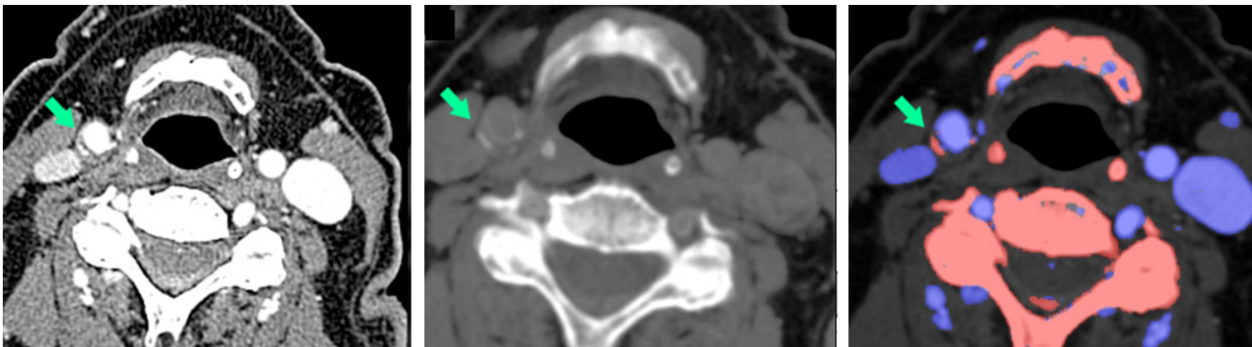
Tomografía computarizada de la zona del cuello. (Derecha) TC convencional. (Centro) TC con supresión de yodo. (Derecha) TC con separación de yodo y calcio
